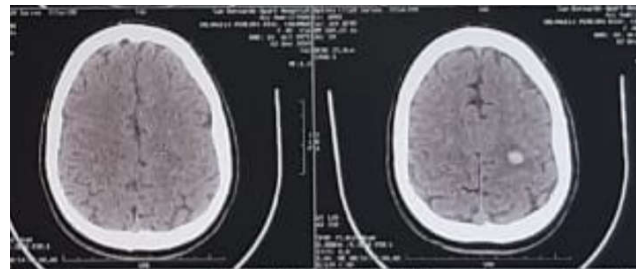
Tomografia de crânio evidenciando foco hemorrágico entre os giros pré-central e frontal superior do lado esquerdo
